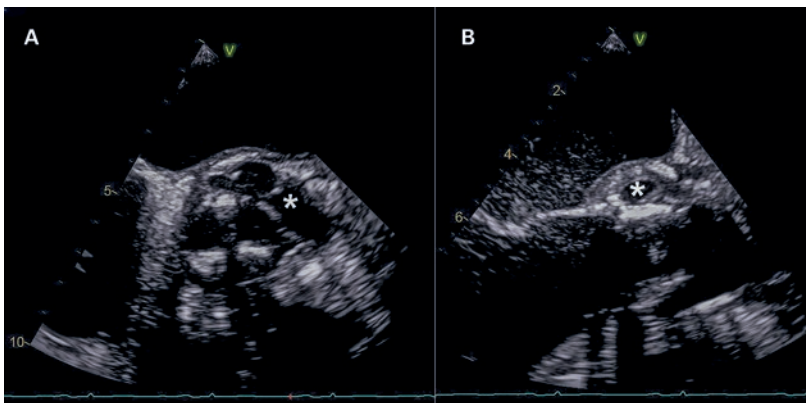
Standbild der transösophagealen Echokardiographie, das die biologische Aortenklappe in der kurzen Achse (A) und in der langen Achse (B) zeigt. Der paravalvuläre Abszess ist mit einem Stern (*) markiert.
